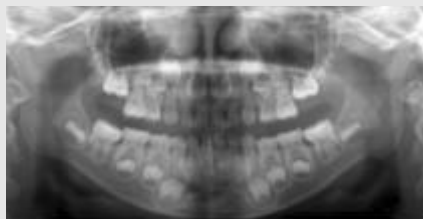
6세 4개월 여아의 파노라마 방사선사진으로 전체적인 영구치 치배의 발육은 정상적으로 나타나고 있다.
